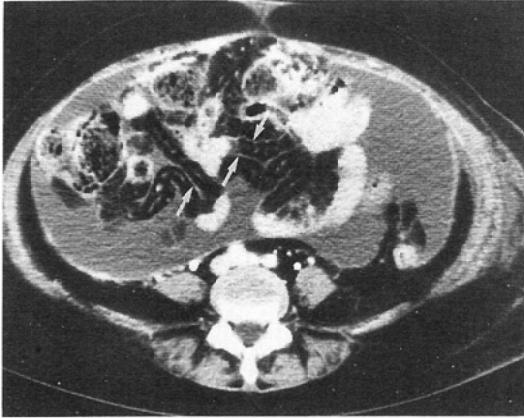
A 50-year-old woman with peritonitis carcinomatosa from pancreatic carcinoma. Post contrast CT scan discloses sheetlike thickening covering the mesentery (arrow).
